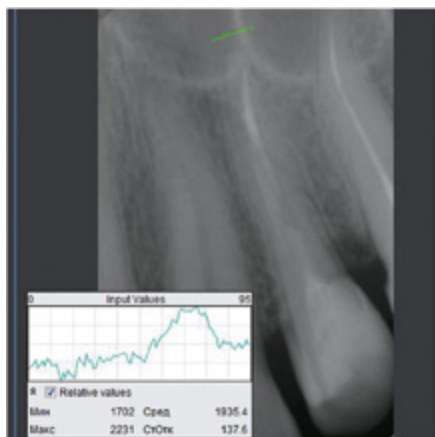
Копия рентгенограммы пациентки Х., 35 лет. Диагноз: хронический апикальный периодонтит 24. Контрольная группа. Через 6 месяцев после лечения. Индекс Хаунсфилда составлял 1935.4
